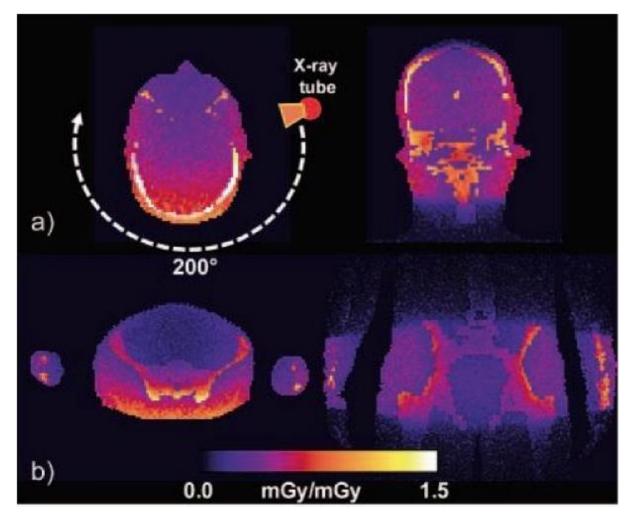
Dosisverteilung einer CBCT-Untersuchung mit Teilrotation (Kyriakou et al. 2008, Abdruck mit freundlicher Genehmigung der American Society of Neuroradiology).
